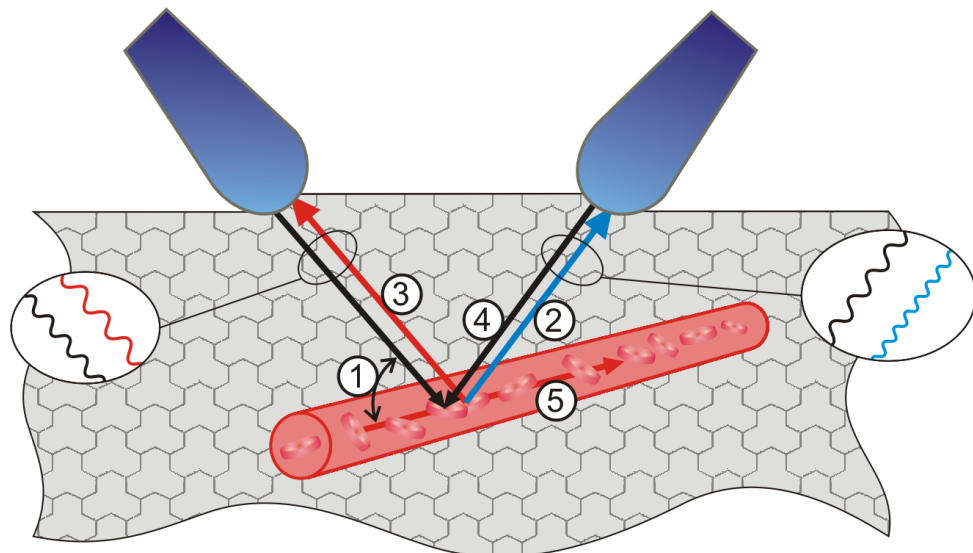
Zjednodušená analýza spektra rychlostí při dopplerovském vyšetření [50]
